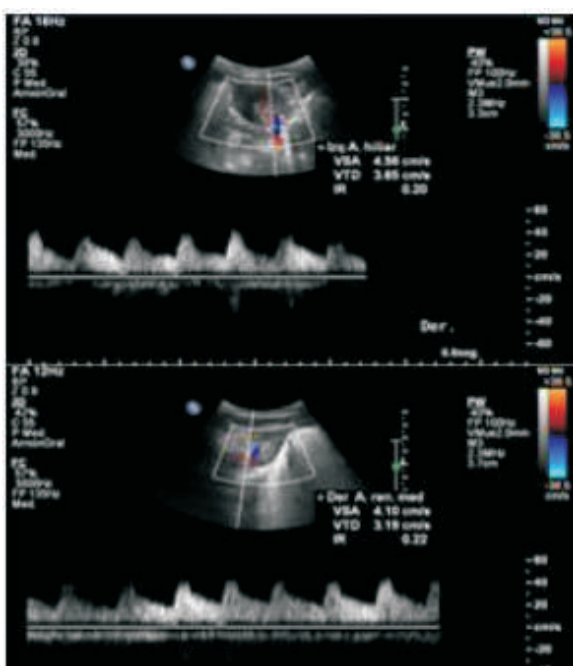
Eco Doppler renal normal
